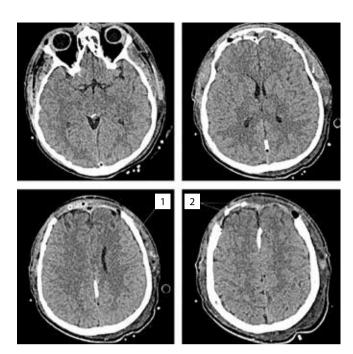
На спиральных компьютерных томограммах больного X. на 2-е сутки после операции видны дефект костей черепа в лобной области и дренажные трубки в межполушарной щели 1 и подапоневротическом пространстве лобной области 2
